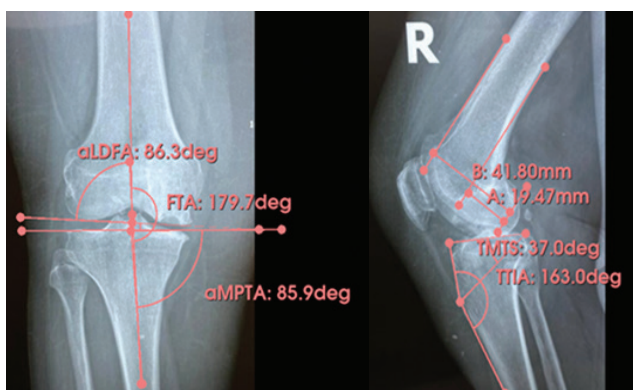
Anteroposterior and lateral X-ray demonstrating medial compartment osteoarthritis of the right knee medial osteoarthritis of the right knee, grade 2. $mJLO = 86.3^\circ + 85.9^\circ + 6^\circ = 178.2^\circ$, indicating AN. FTA = 179.7° ; PCOR = A : B = $19.47 : 41.80 = 0.47$; TMTS = 37.0° ; TTIA = 163.0°
